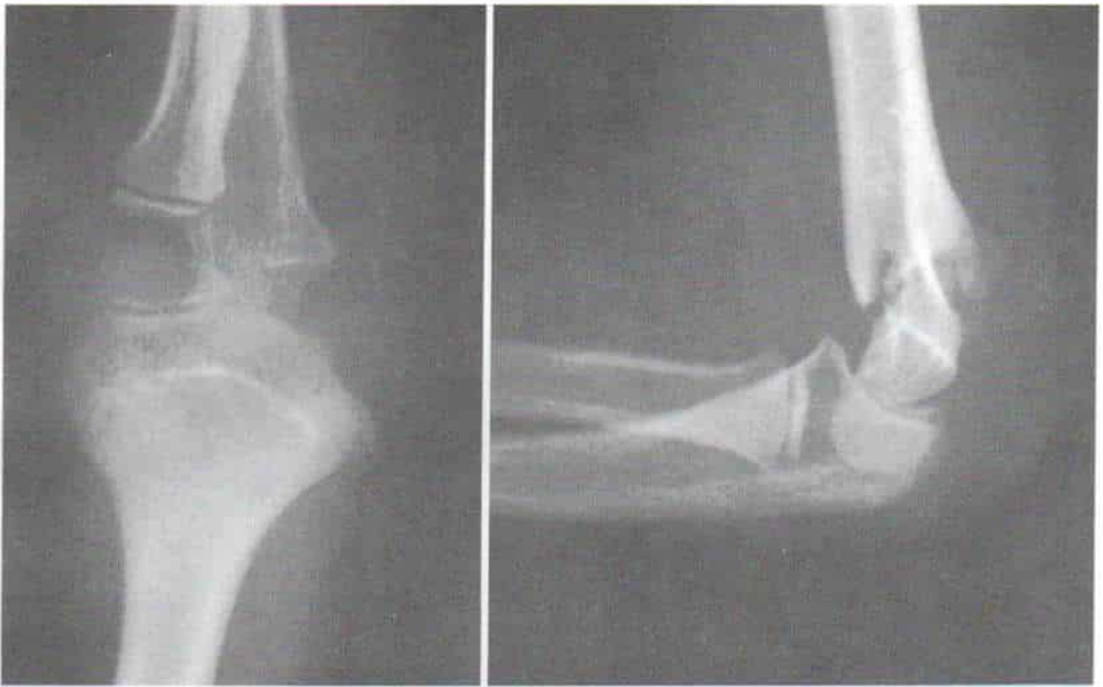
Radiografías en que se advierte la fractura supracondílea no desplazada del húmero.
